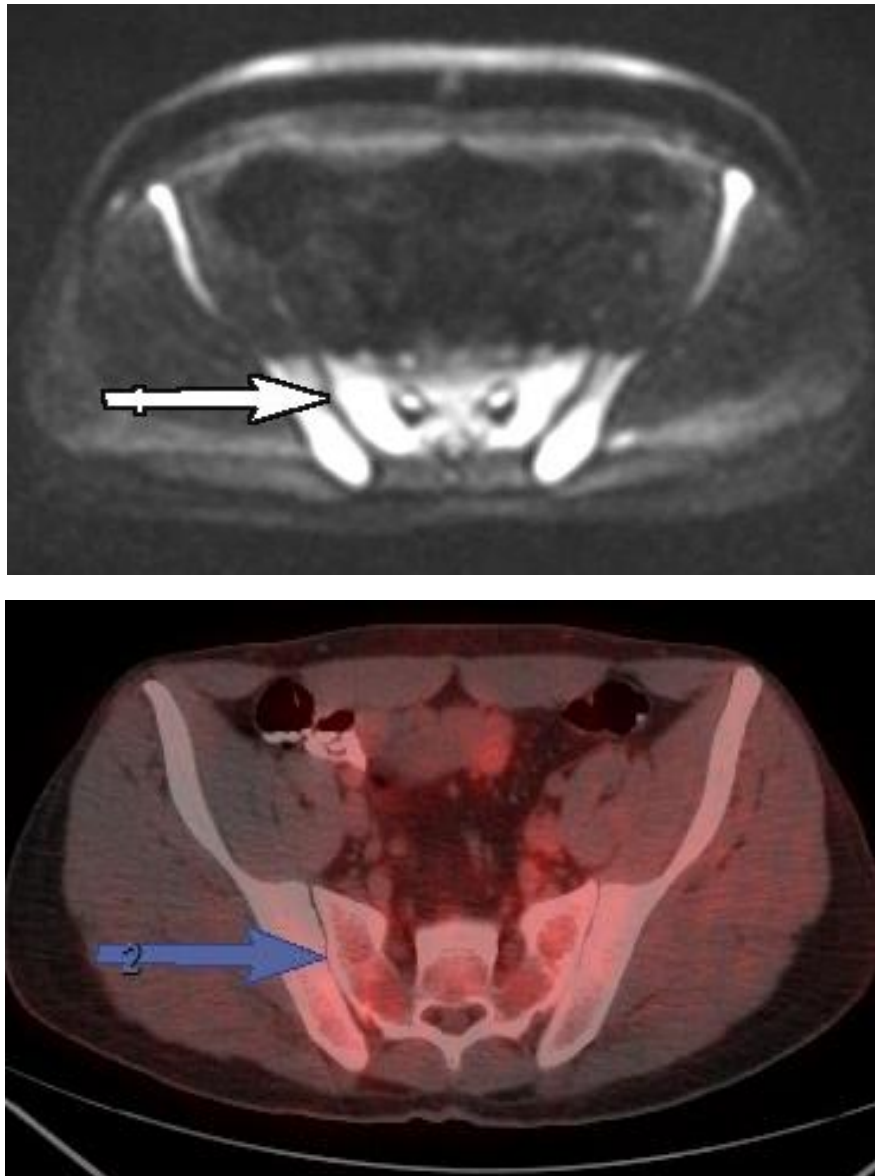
ЛХ, 4 ст. Повышенный сигнал на изображениях ДВ МРТ как возможное поражение костного мозга без подтверждения на ПЭТ/КТ.
